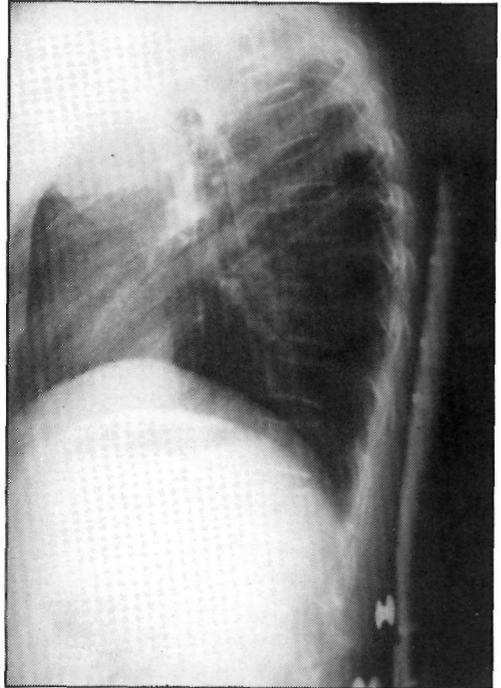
Radiografía lateral de raquis dorsolumbar. Se aprecian múltiples acuñaientos vertebrales (T6, T8, T9, T10, T12, L1, L3 y L4). Osteoporosis acentuada con las típicas vértebras dibujadas a lápiz.
